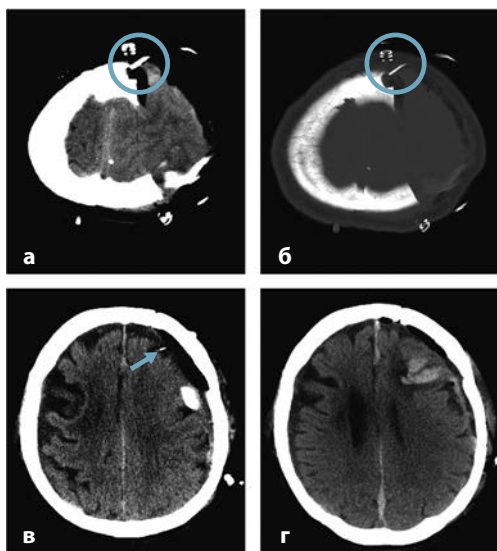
Рисунок Б-4-6 Осложнения, вызванные датчиками для измерения давления, на КТ черепа: а и б) подкожное смещение «внутрипаренхиматозного» датчика; в) оперативное вмешательство для удаления субдуральной гематомы с установкой датчика давления (стрелка); г) клиническое ухудшение после удаления датчика вследствие кровоизлияния в паренхиму в области расположения датчика.
